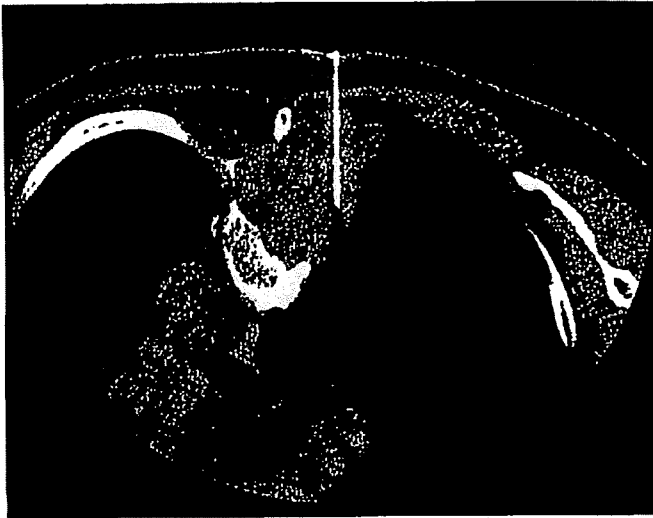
CTガイド下針生検(78歳, 女性) 局所麻酔下に脊椎後方の病変より組織を採取した。診断は形質細胞腫であった。
